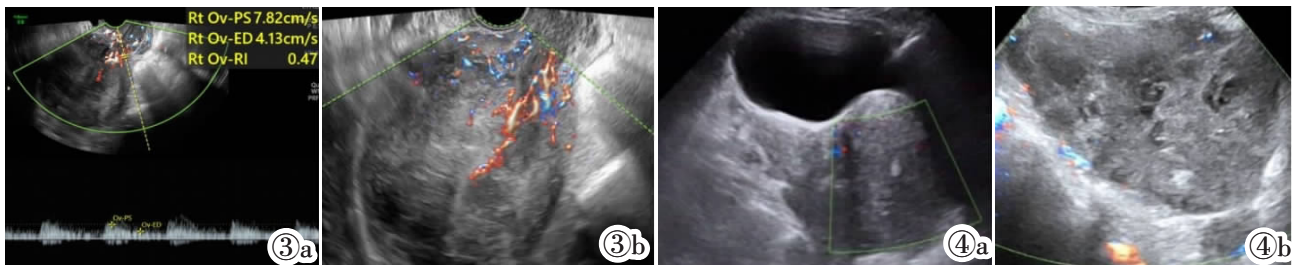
子宫 MMT 超声图像,病灶边缘血流信号多,而中央区少。
